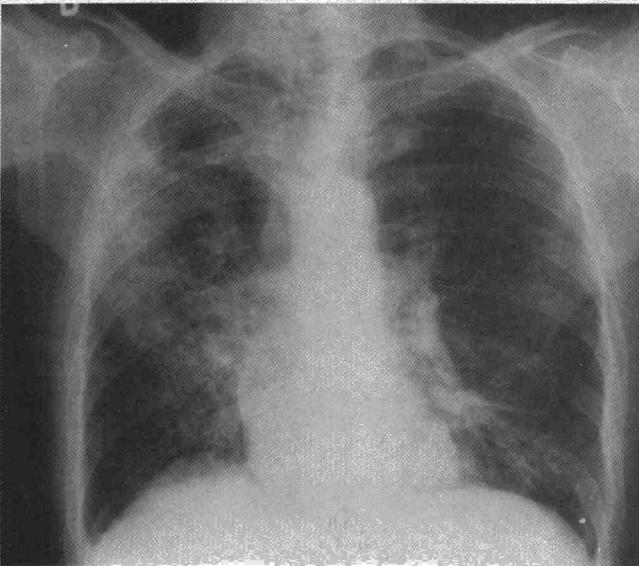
Caso 1. Resolución radiológica lenta. En las tomografías se confirmaba la existencia de una cavitación apical derecha.
